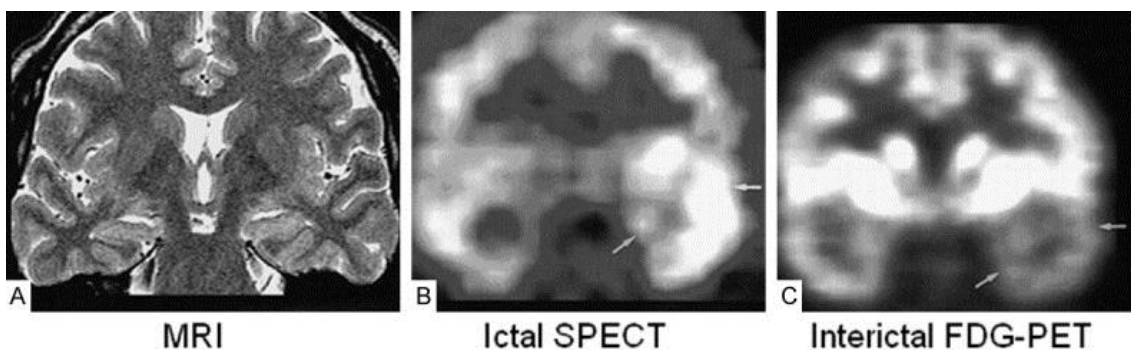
PET trong loạn sản vỏ não khu trú thùy thái dương trái
